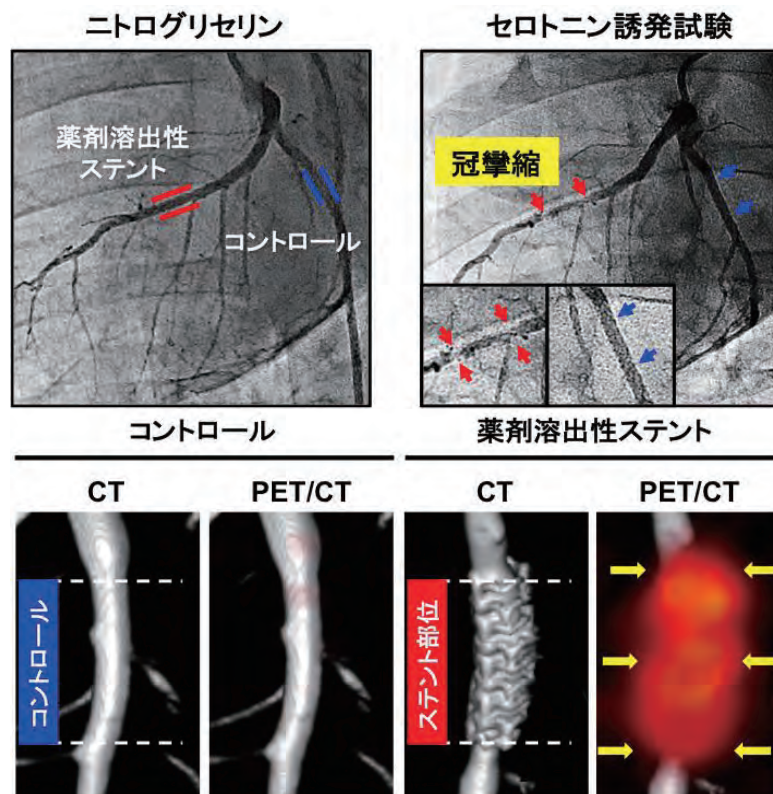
薬剤溶出性ステント植込後の冠攣縮の冠動脈造影所見と、同部位の  $^{18}\text{F-FDG PET}$  イメージング
